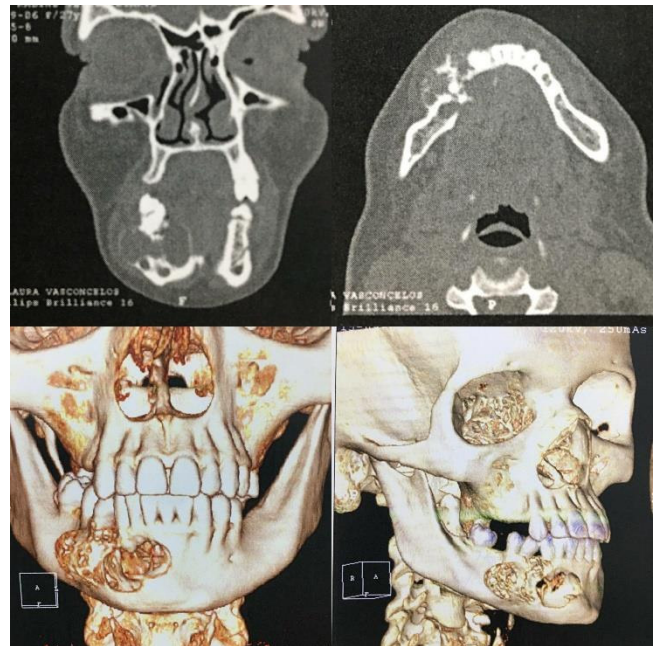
TC e reconstrução 3D
